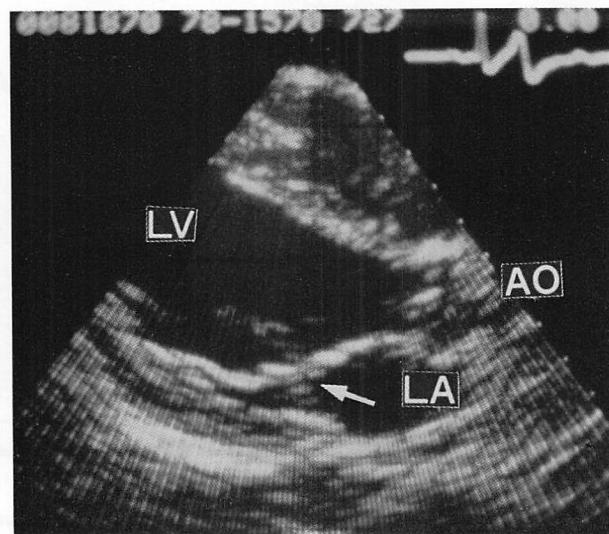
Real-time two-dimensional echocardiogram of a healthy subject.
